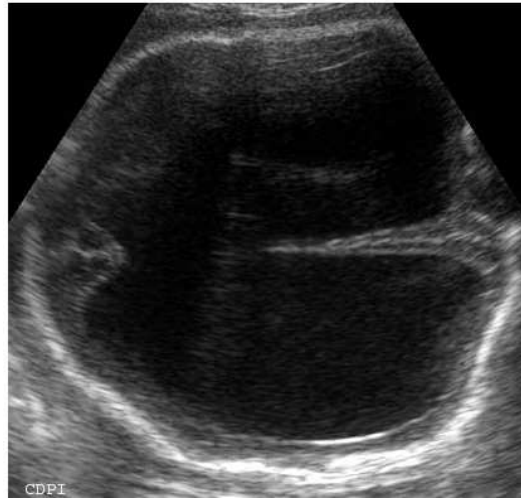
Axial ultrasound view of a fetus with hydranencephaly, demonstrating no evidence of cerebral cortex. Note that interhemispheric fissure is seen.
